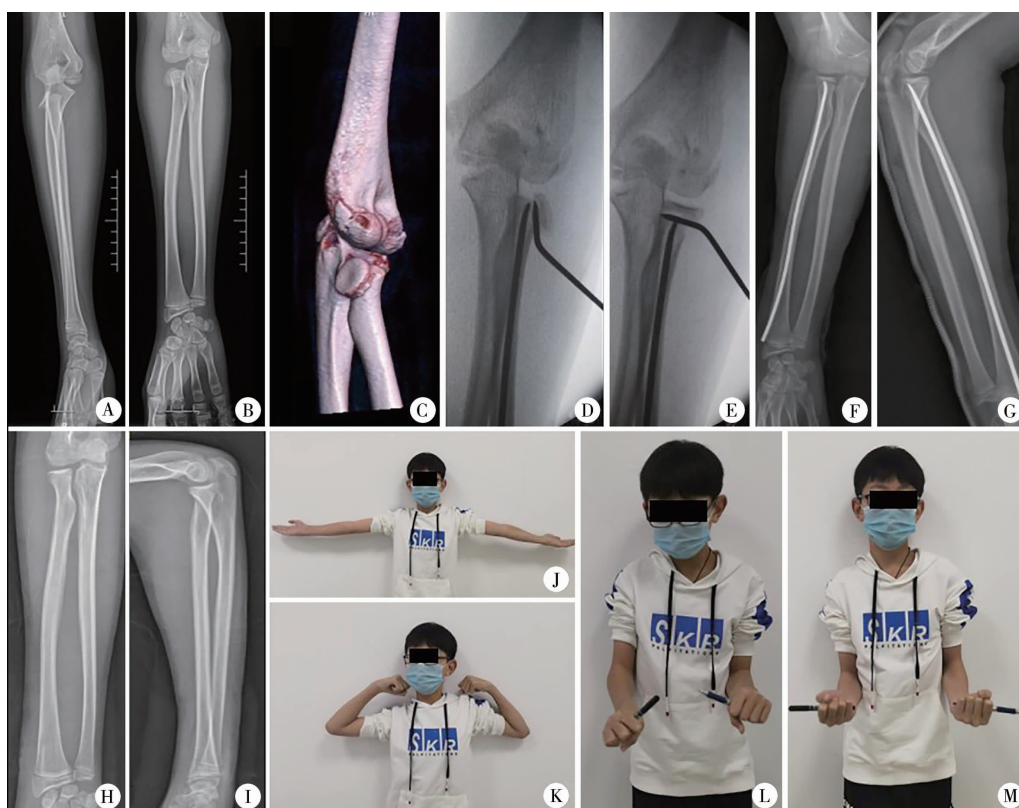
14岁男性右侧桡骨颈骨折影像学和功能图片 注 A~C:术前X线及三维CT检查证实为Judet IVb型桡骨颈骨折; D、E:术中旋转撬拨复位透视,复位效果良好; F、G:术后第1天X线片; H~M:末次随访时桡骨颈骨折愈合良好,Metaizeau放射学标准评估结果为优
